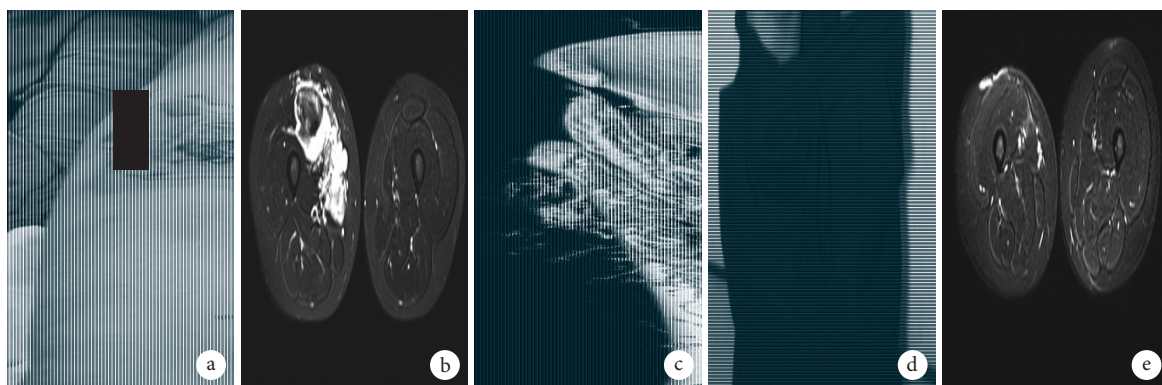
患者,女,15岁,右大腿包块(静脉畸形) a.术前外观; b.术前MRI; c.术前CT血管造影; d.术后7个月外观; e.术后7个月MRI
